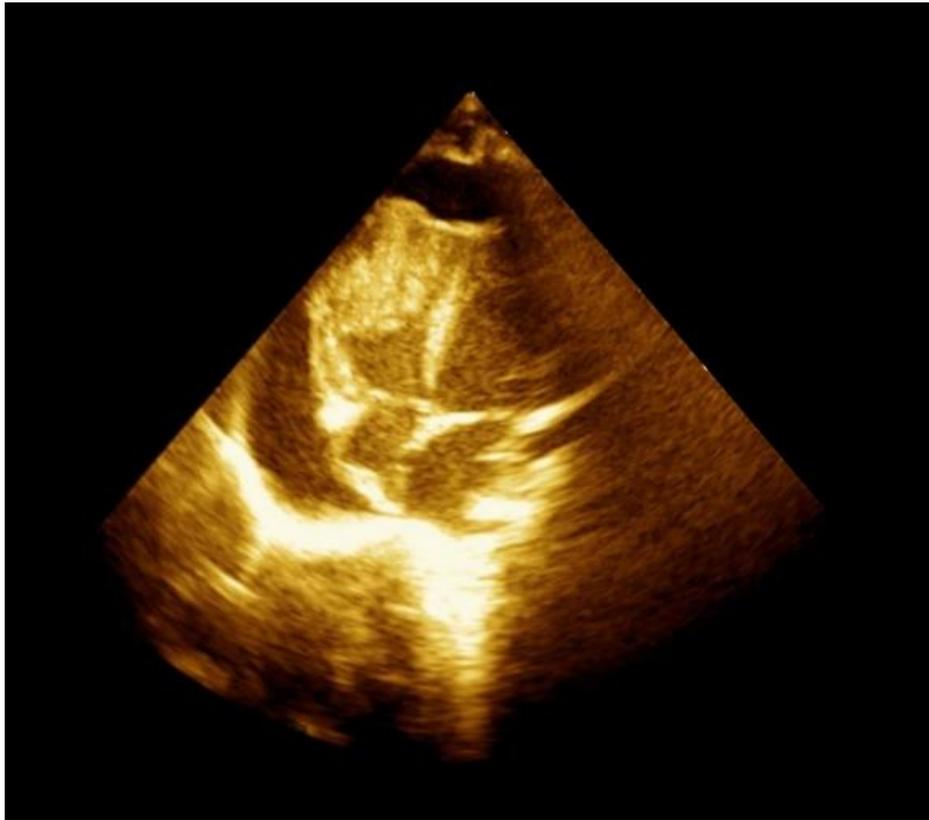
Ecocardiograma con imagen de cuatro cavidades que muestra el mixoma de ventrículo derecho.
